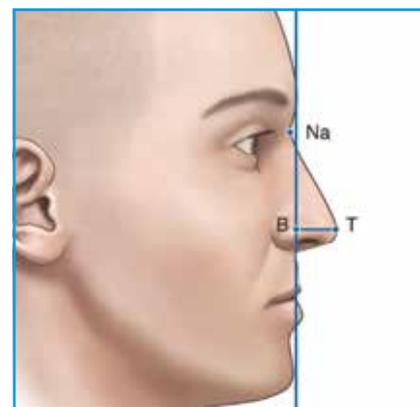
Rapport entre la projection et la hauteur nasale. $BT/NaT = 0,55$ chez la femme et $0,6$ chez l'homme.
